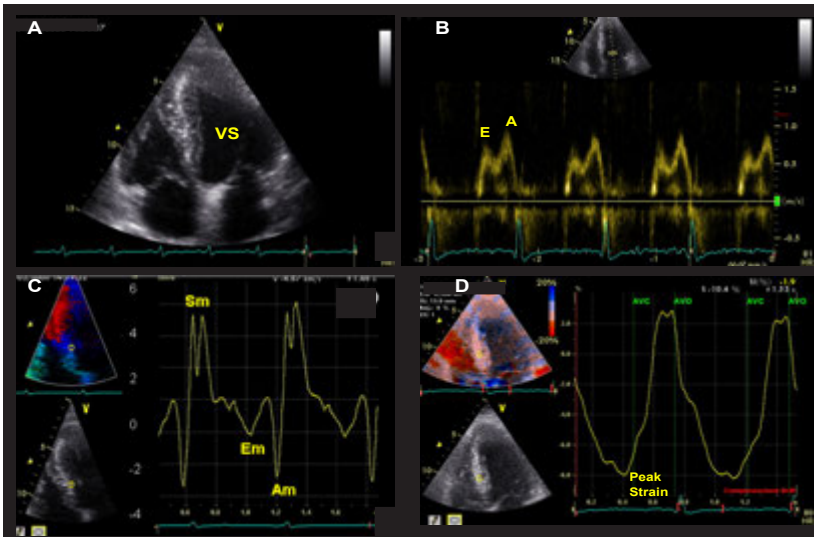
Ecocardiogramma standard e strain Imaging di un soggetto con cardiomiopia ipertrofica.
